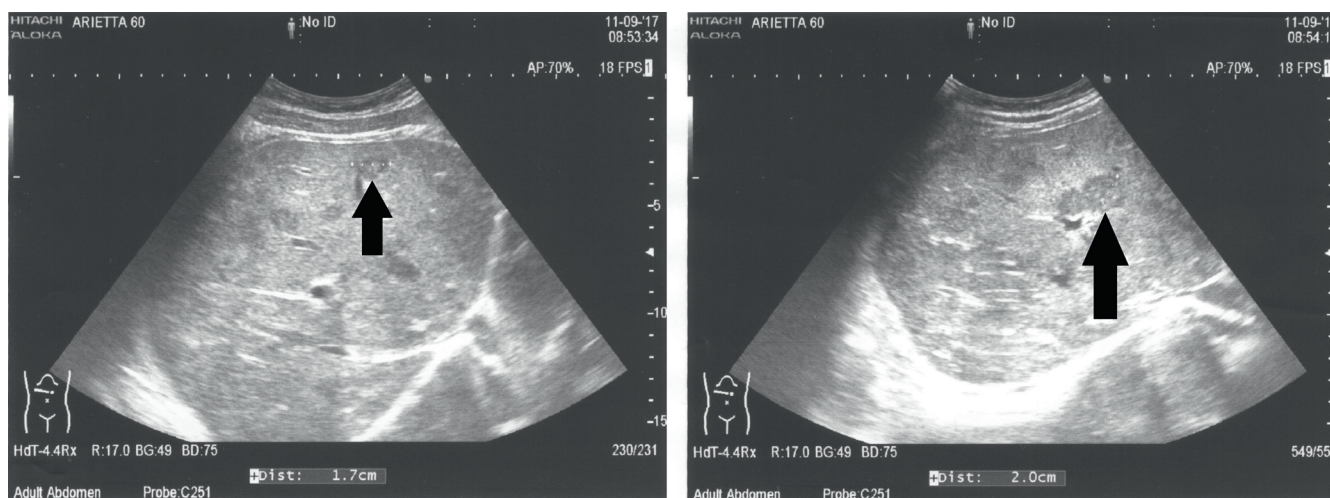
Ultrasonography showing metastatic-like changes within the liver (arrowheads)
